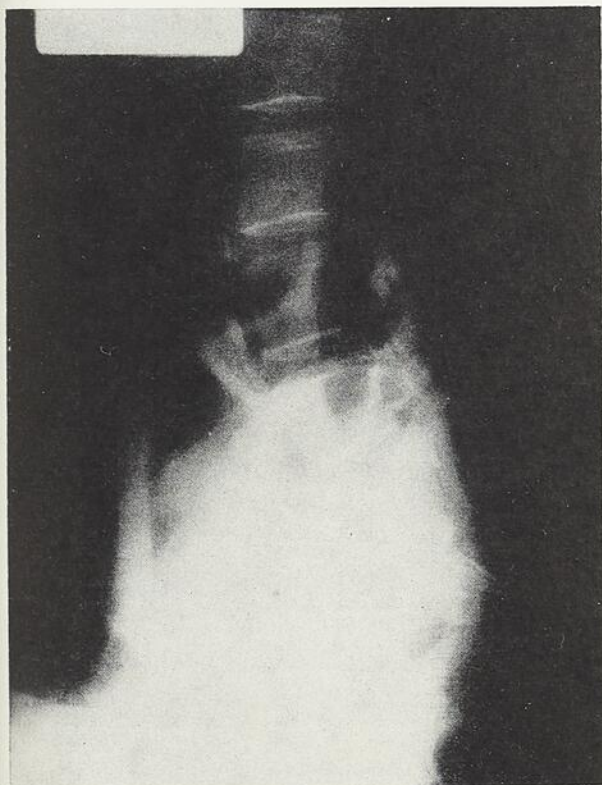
Radiographie lombo-sacrée. Lombarthrose et calcification de l'aorte abdominale et des artères iliaques.
